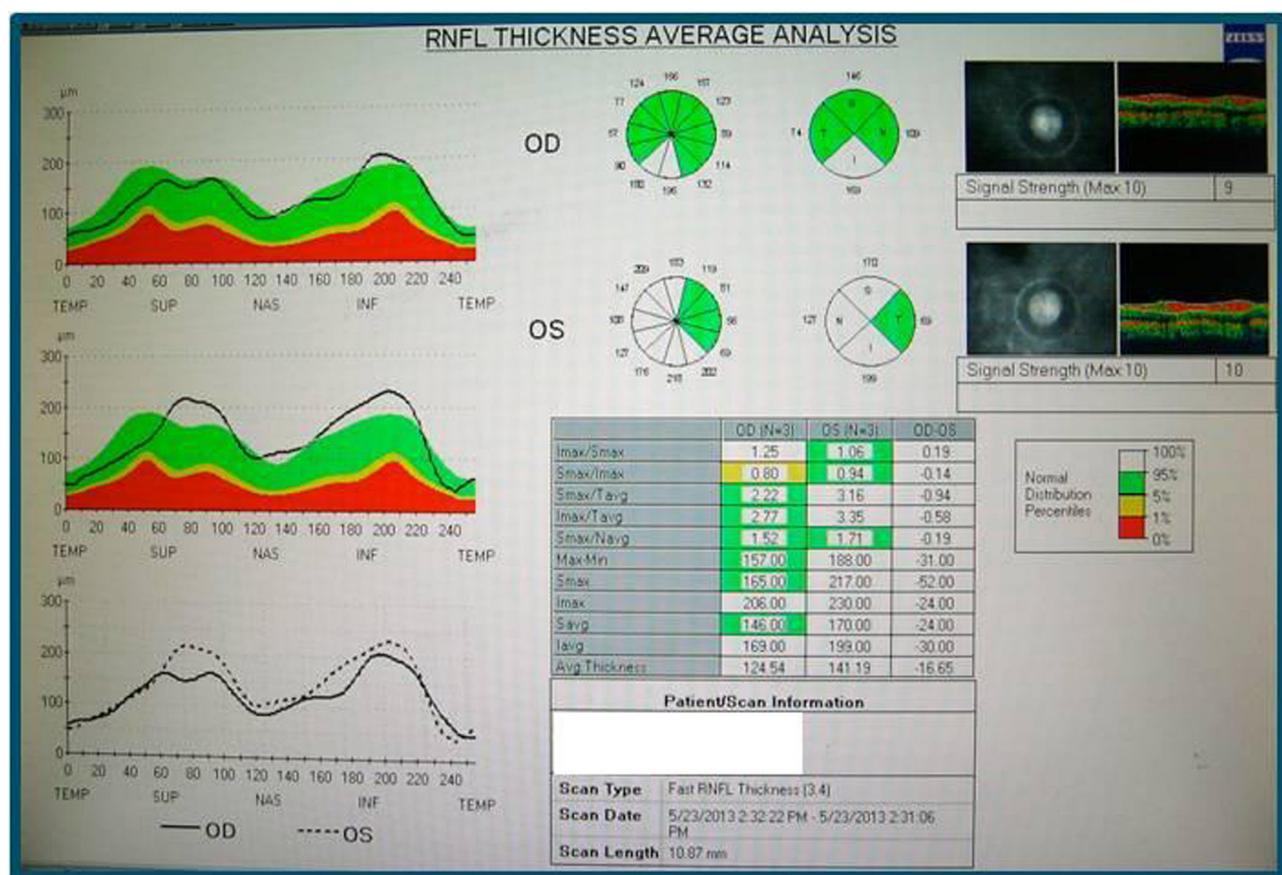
Aumento de grosor de la capa de fibras nerviosas, con defecto temporal OI (tomografía de coherencia óptica stratus time-domain).
